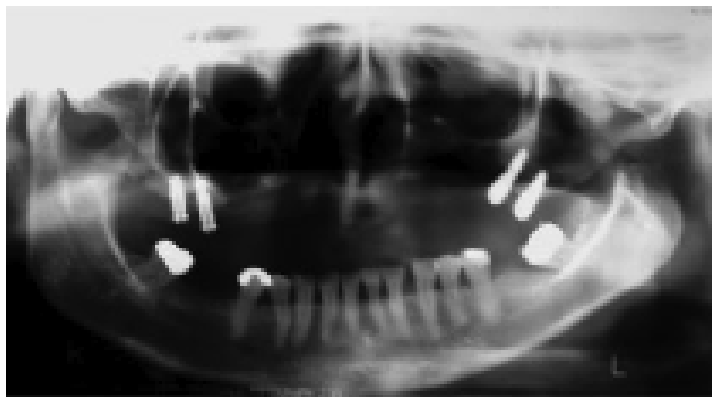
Radiographie panoramique après la pose des implants. Rodrigues et coll. (134).
